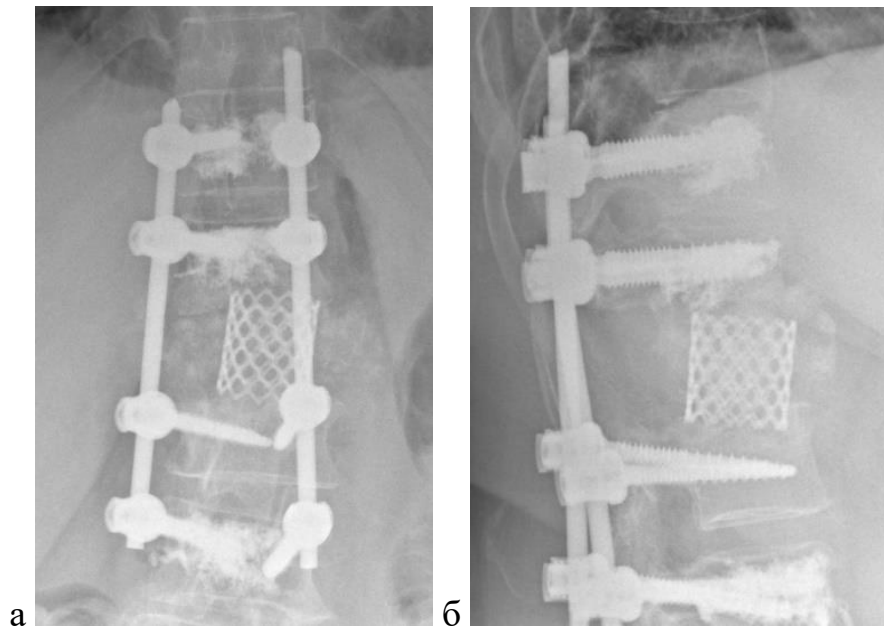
Послеоперационные рентгенограммы пациентки Г., 56 лет:
